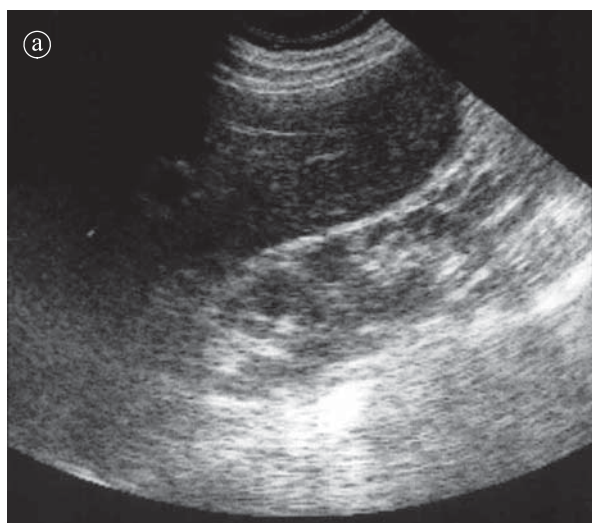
Ecografie: pielonefrită cronică a) secțiune longitudinală b) secțiune transversală
